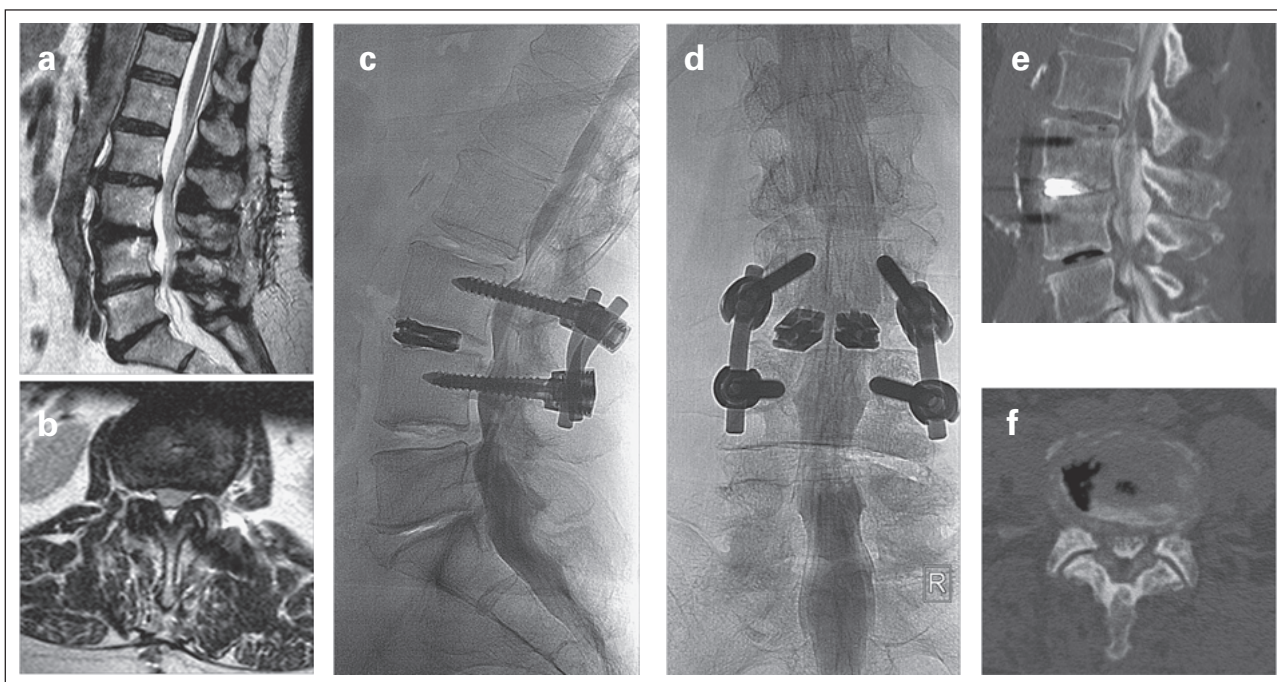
Bei Zustand nach Operation und Stabilisierung im Segment LWK 3/4 zeigt das (a) sagittale und (b) axiale T2-gewichtete MRT an einem 1-Tesla-Gerät Einengungen des Spinalkanals im Segment LWK 2/3 und LWK 4/5. Bei dieser Feldstärke verursacht das zur Stabilisierung eingebrachte Metall keine wesentlichen Artefakte. Die Myelographie (c, d) und das Post-Myelographie-CT (e, f) bestätigen den MRT-Befund.
